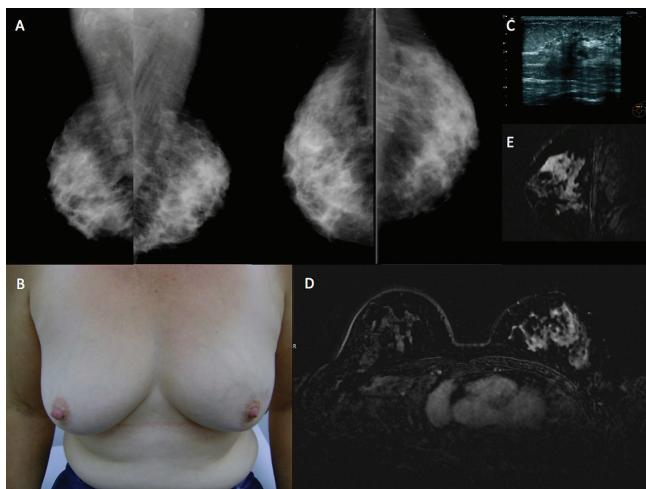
Diferentes achados clínico-radiológicos. (A) Mamografia inicial; (B) exame clínico ao diagnóstico; (C) ultrassonografia mamária; (D) ressonância nuclear mamária, plano transverso; (E) ressonância magnética da mama esquerda, plano sagital
